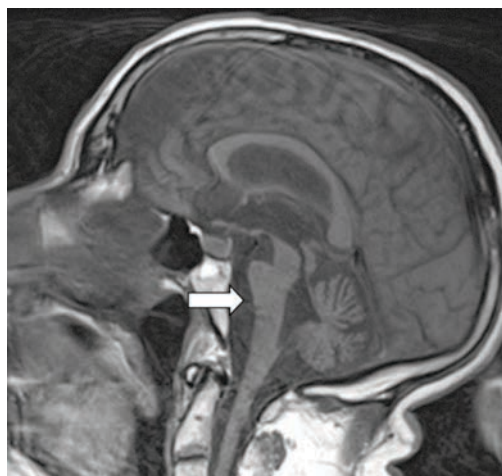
МРТ исследование пациенту Б., 67 лет, в сагиттальной срединной проекции в режиме T1ВИ. Белая стрелка – уплощение передней поверхности моста мозга
